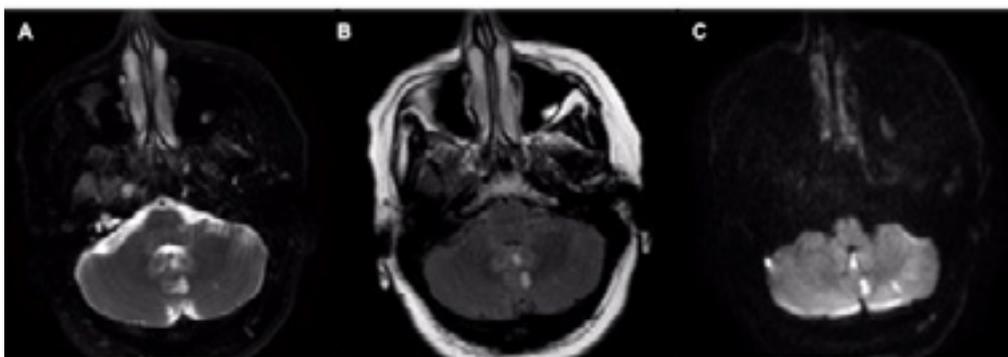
A) Axial T2 - imagem ponderada mostrando hiperintensidades no vértice cerebelar e hemisfério cerebelar esquerdo; B) Sequência FLAIR axial, mesma lesão; C) Sequência DWI revelando imagens de restrição de difusão no mesmo local.
